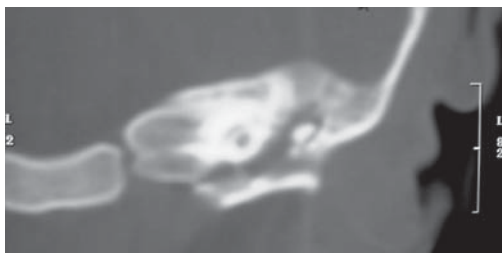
TC craneal "ventana ósea" región temporal izquierda.
